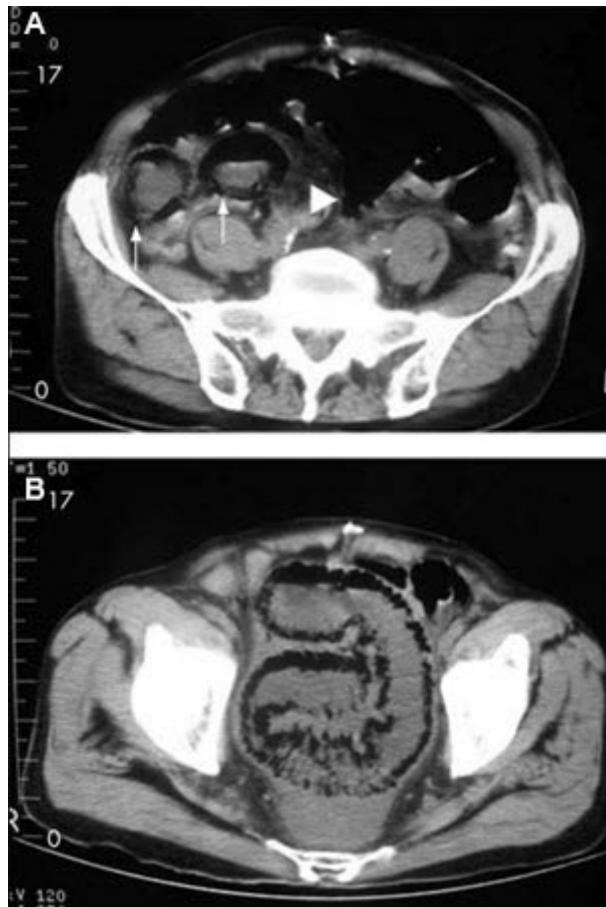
Doença intestinal isquêmica: homem de 84 anos que apresenta sintomas sugestivos de doença intestinal isquêmica: (A) tomografia computadorizada (TC) abdominal que revela uma formação de ar circunferencial maciça e em forma de bastonetes como pneumatose intestinal (setas) e edema pronunciado da gordura mesentérica (ponta de seta) ao redor das alças intestinais necrosadas; (B) outro corte da TC abdominal mostra pneumatose segmentar longa do intestino delgado
